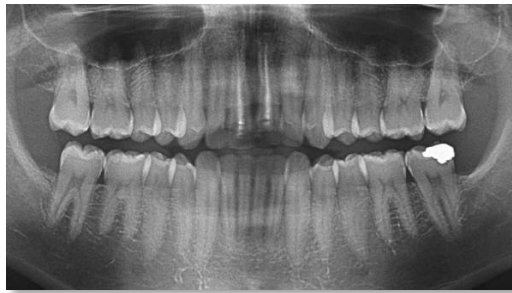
Radiographie panoramique après 8 ans (2016).
